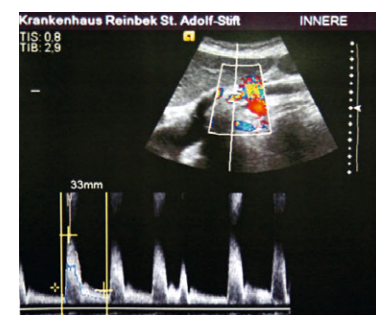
Dopplersonographischer Befund der AMS-Stenose
